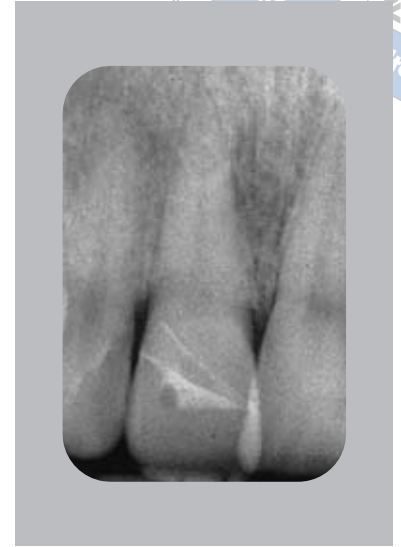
Kontrollröntgenaufnahme zwei Jahre nach Pulpotomie und Wiederbefestigung des koronalen Fragments. Es sind keine röntgenologischen Hinweise auf pathologische Veränderungen zu erkennen; der Zahn reagiert positiv auf den Sensibilitätstest.
